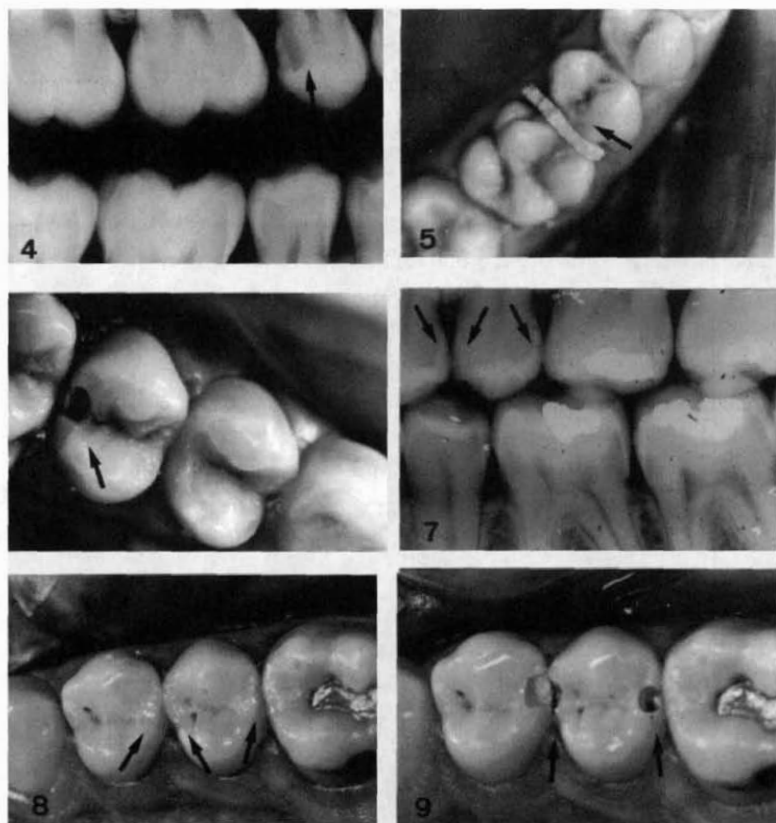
Radiografia interproximal sugerindo lesão de cárie na dentina, do 15.
